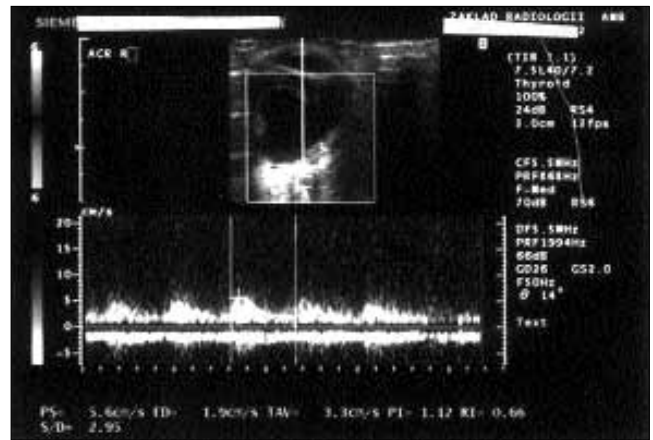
Spektrum przepływu krwi w obrębie odwarstwionej siatkówki oka prawego w badaniu USG-CD. Widoczny przepływ w fazie skurczu i rozkurczu (1,5 roku po wystąpieniu krwotoku).
